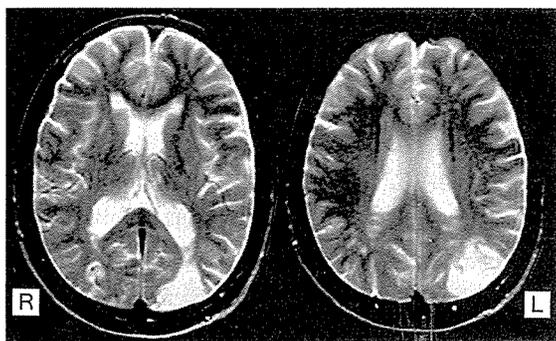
MRI水平断T2強調画像（1.5 tesla, TR/TE：3,000 msec/80msec）
